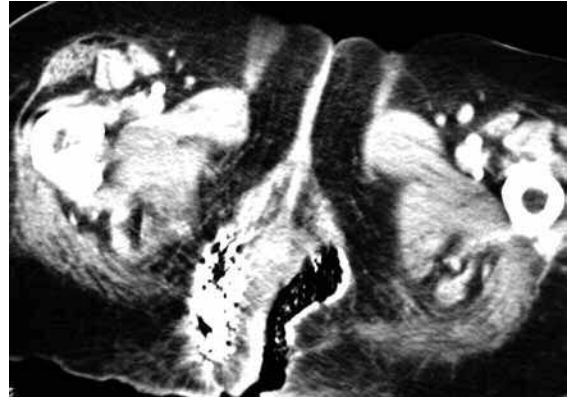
Gangrena de Fournier. TC de pelvis en paciente con debridación quirúrgica con la presencia de aire en los fascículos musculares. Las áreas hiperdensas corresponden a gasas yodoformadas.
